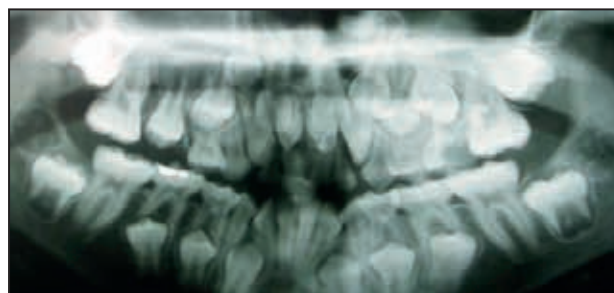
Radiografía panorámica. Se puede observar la presencia de los supernumerarios y la retención de la pieza 1.1 y 2.1
